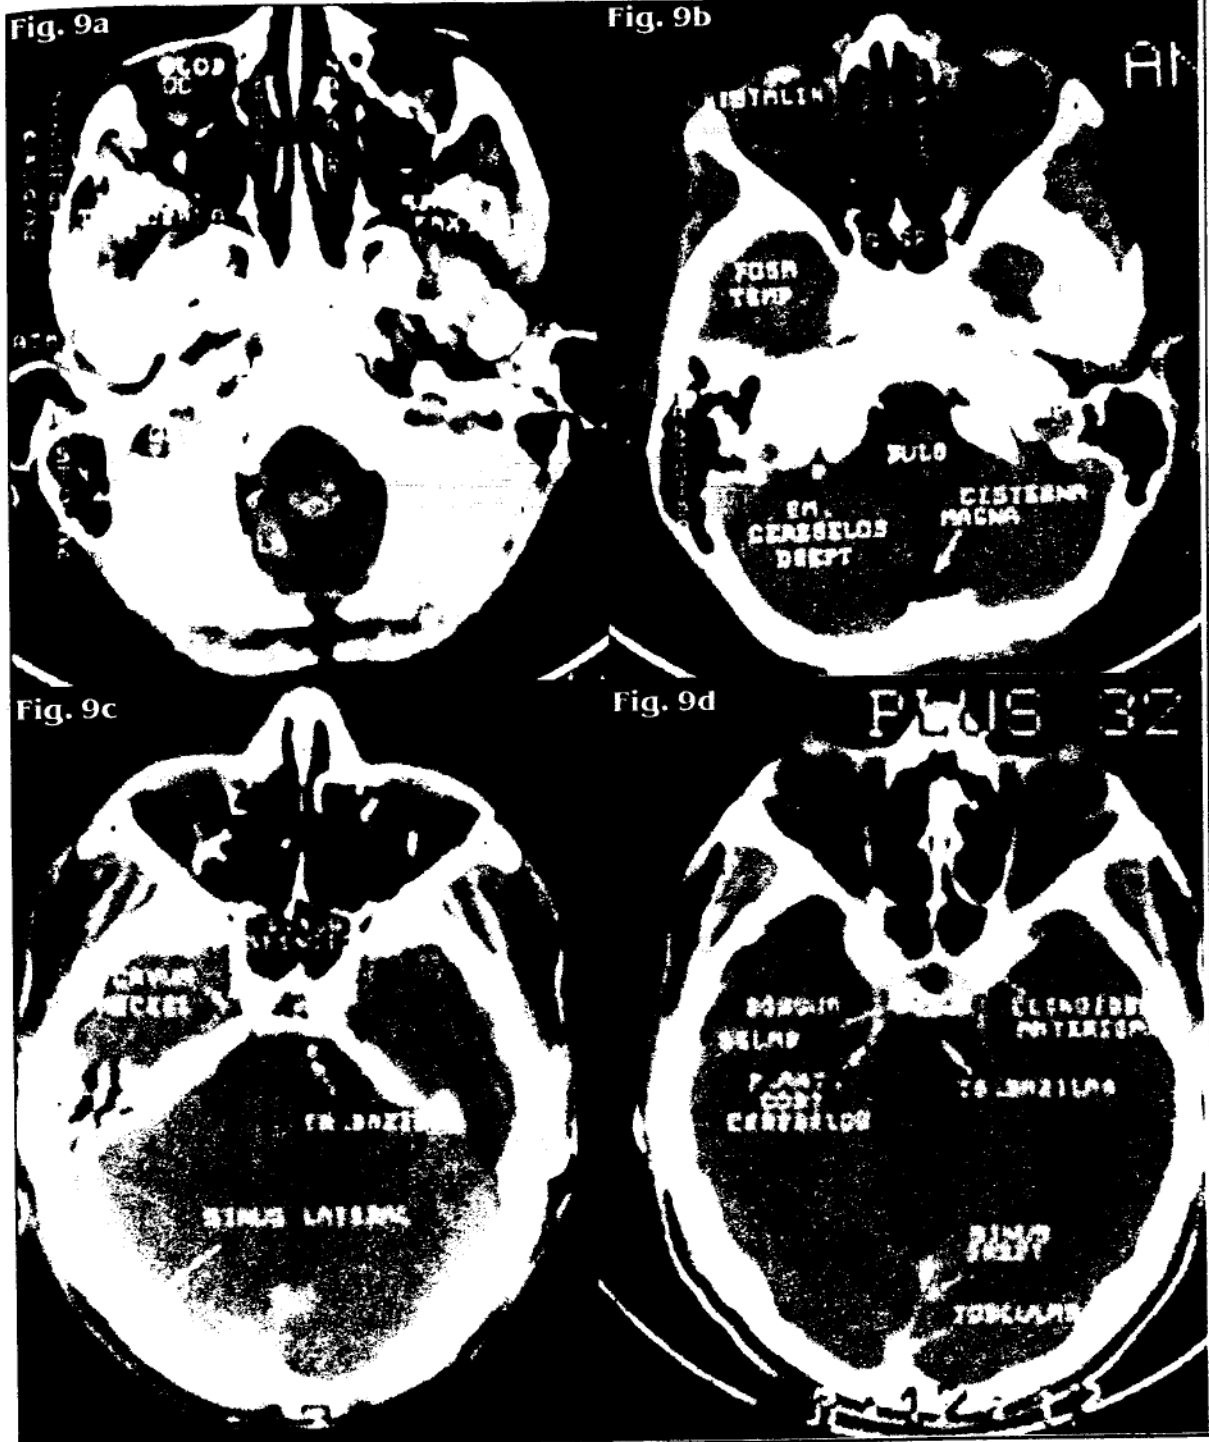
CT etaj infratentorial
